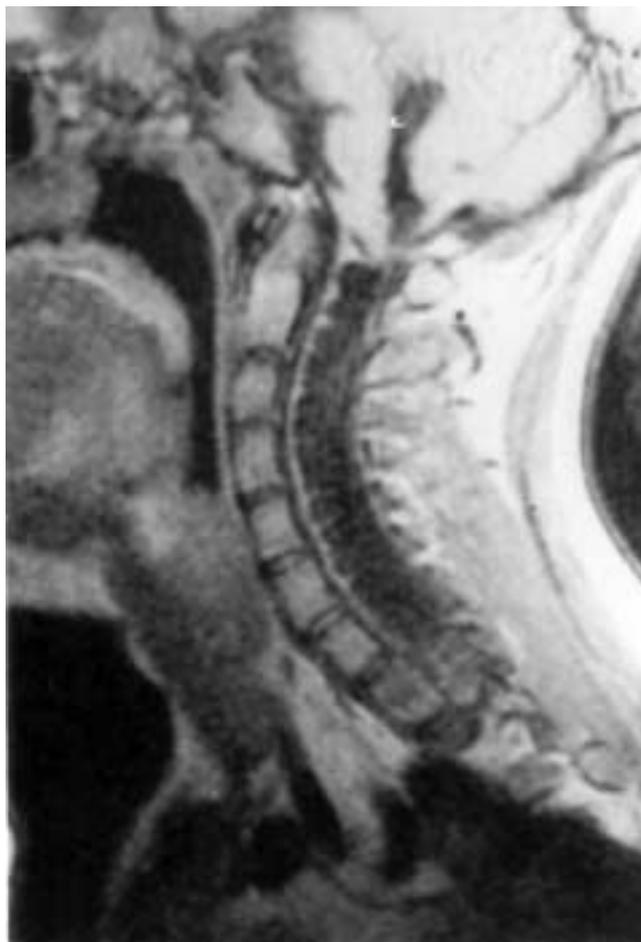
RM (proyección sagital). a. Siringomielia cervical; malformación de Chiari, con dilatación y elongación del IV ventrículo. b. Siringomielia dorsolumbar.
